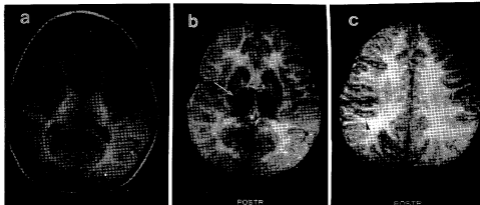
Brain MRI findings of the 4-year old patient. T1-weighted (TR 600 ms, TE 25 ms) axial (a) image shows no abnormal findings, but extensively diffuse high intensity signal from the white matter of cerebral hemispheres with involvement of posterior limb of the internal capsule (arrow) (b) and subcortical u fibers (arrow head) (c).
